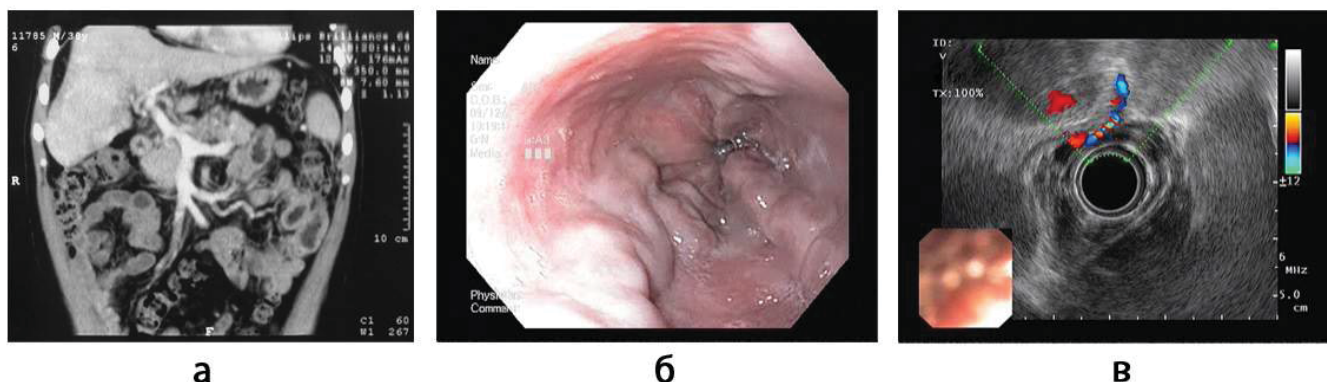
а – КТ-картина структурных изменений печени по типу цирротических с наличием регенераторных узлов, признаки портальной гипертензии с формированием порто-кавальных анастомозов. б – эндоскопическая картина ВРВ пищевода 3 ст. в – ЭУС картина с режиме доплеровского картирования – множественные вариксы эзофагокардиального перехода с формированием подслизистых коллатералей.
